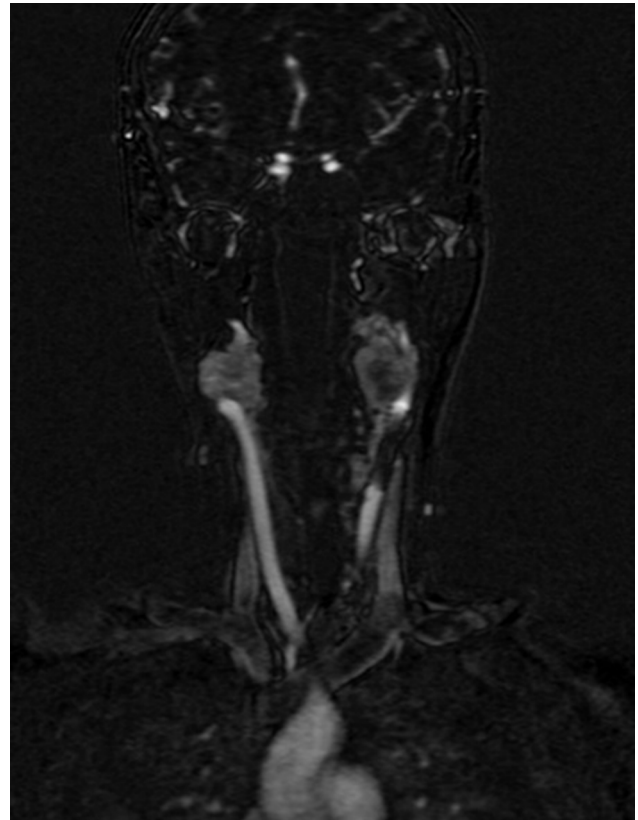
Resonancia magnética que muestra PG carotídeo izquierdo de 3,5 cm con extensión a la base del cráneo y PG carotídeo derecho de 1,5 cm.
